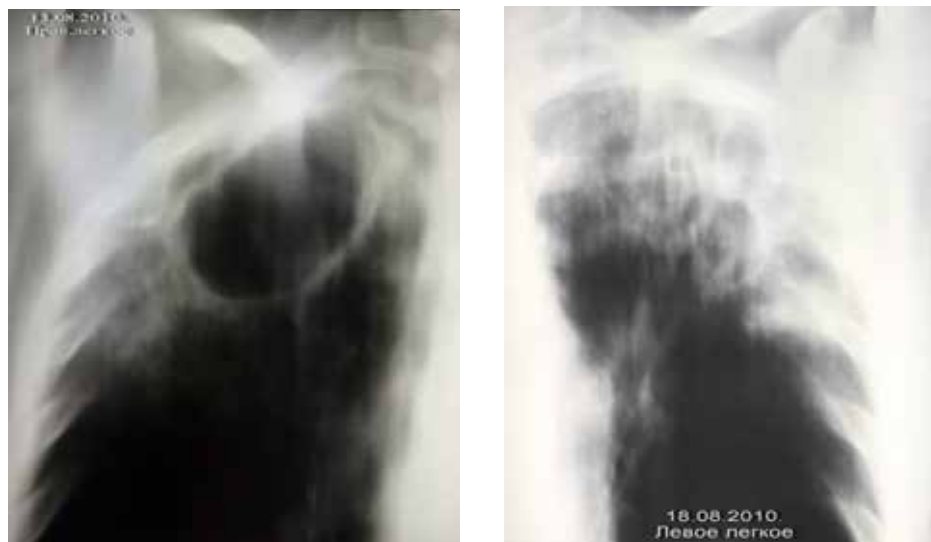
Томограмма верхних отделов легких больного А. при выявлении туберкулеза (описание в тексте)
